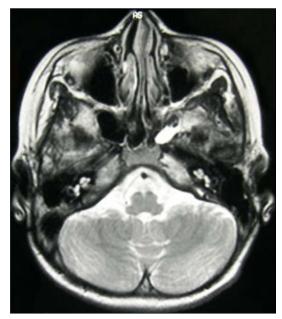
A: When the lesion recurred on the left side, computer tomography scanning of the temporal bone shows soft tissue filling the left massioid air cells and antrum, with marked destruction of cortical bone, but ossicles are nearly intact. B: Axial T2-weighted magnetic resonance imaging presents high intensity.
